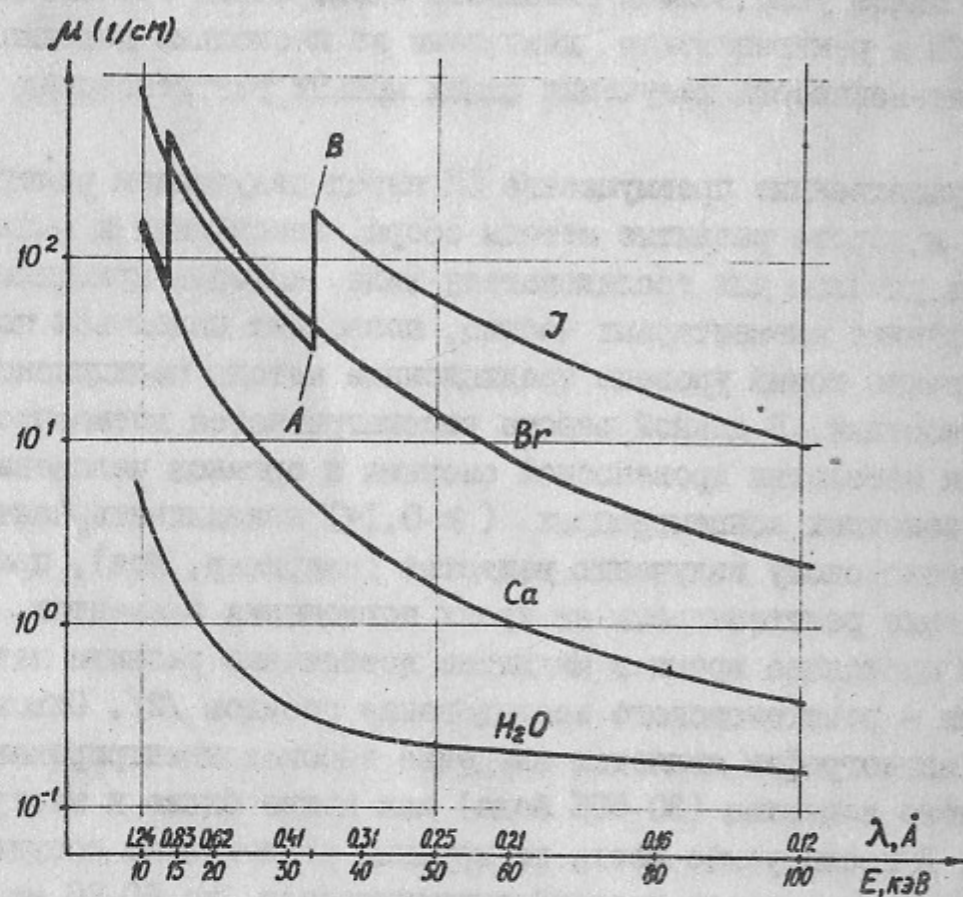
Зависимость линейного коэффициента поглощения рентгеновского излучения от длины волны (энергии рентгеновских квантов) для некоторых веществ.
